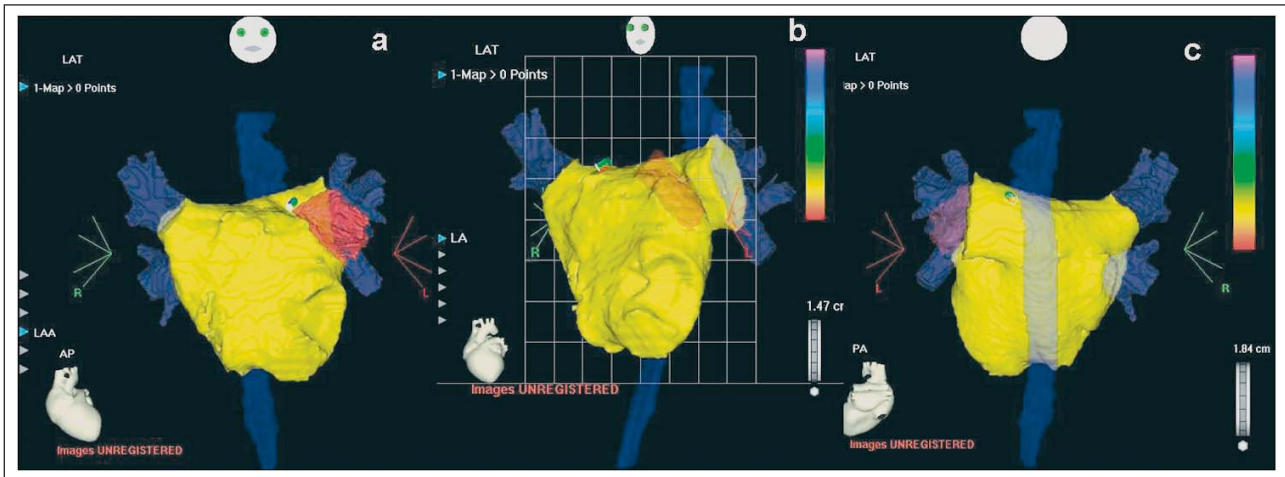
69-jähriger Patient mit paroxysmalem Vorhofflimmern seit 15 Jahren und zuletzt persistierendem Vorhofflimmern seit 4 Monaten; Zustand nach mehrmaliger elektrischer Kardioversion; Ineffektivität mehrerer Klasse-Ic- und Klasse-III-Antiarrhythmika; nach zirkumferentieller Pulmonalvenenisolation inklusive Dachlinie seit nunmehr 7 Monaten ohne Antiarrhythmikum rezidivfrei. Bearbeitete CT-Bilder (Gelb = linkes Atrium, Rot = linkes Herzohr, Dunkelblau, durchscheinend = Ösophagus; Blauviolett = Pulmonalvenen); a) anterior-posteriore Ansicht; b) LAO-Ansicht; c) posterior-anteriore Ansicht
